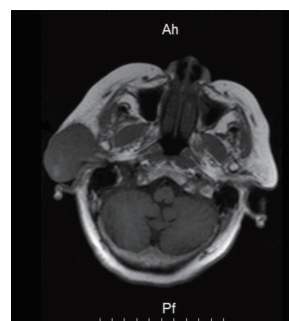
MRI 横断面 T₁WI 提示右耳前恶性肿瘤变, 侵犯外耳道、腮腺、咬肌
